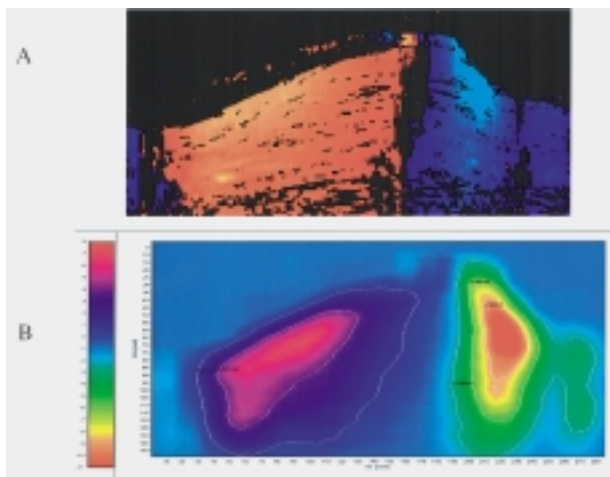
Decodifica della mappa di colore di un'immagine M-mode TD. A: rappresentazione M-mode TD della parete posteriore del ventricolo sinistro dalla proiezione asse lungo parasternale. B: decodifica di ogni pixel della mappa di colore dell'immagine in A. La velocità è rappresentata come zone di colore contornate da linee di isovelocità; la corrispondenza tra colori e velocità è rappresentata dalla barra di colore sulla sinistra dell'immagine. L'unità di misura rispetto al tempo ed alla distanza è espressa in pixel.
